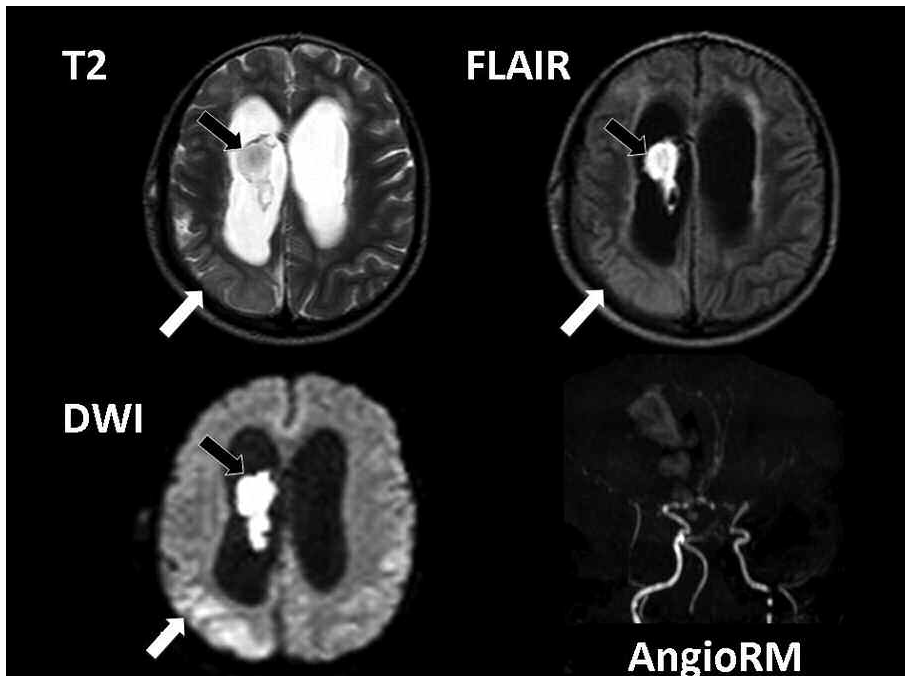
Infarto cerebral secundario a aneurisma. Hidrocefalia. Se observa una gran dilatación de los ventrículos laterales, asociada a la presencia de un coágulo localizado en el ventrículo lateral derecho (flechas negras). Se constata un infarto subagudo en el lóbulo parietal derecho, hiperintenso en T2 y FLAIR, el cual restringe en DWI (flechas blancas). En la Angio RM no se observa señal de las arterias cerebrales medias, en correlación con la presencia de aneurisma de grandes vasos.
